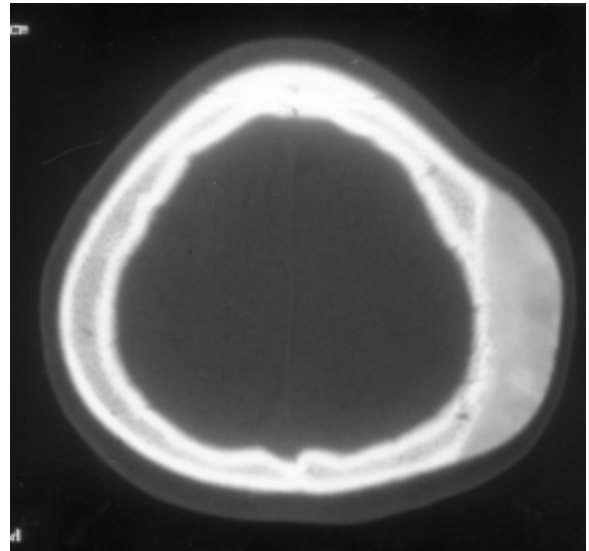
Primeira TC de crânio mostrando discreto abaulamento parietal esquerdo que, na ocasião, fora interpretada como normal.*
